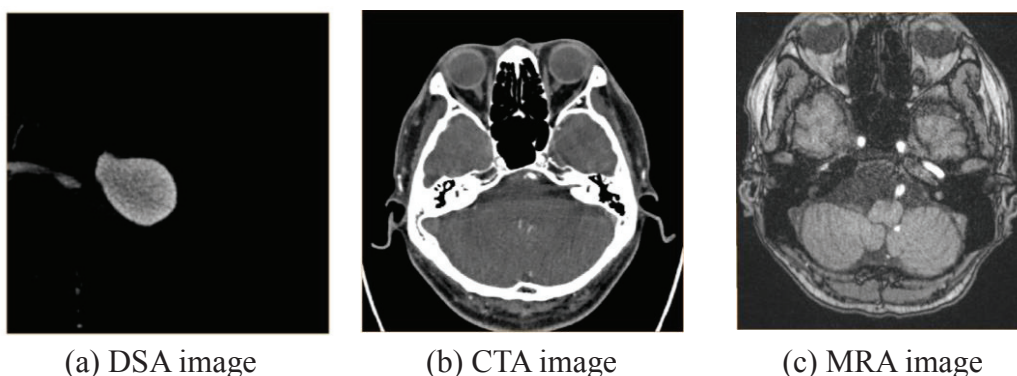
Slice images from modalities (DSA, CT, MRA)
